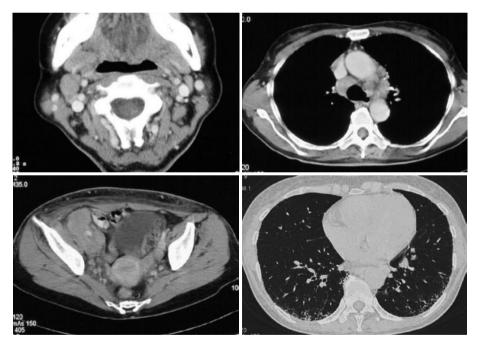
Chest CT scan in November 2002, showing the right para-internal jugular vein and inguinal lymphadenopathy. Hilar and mediastinal lymph nodes are smaller than those in October 2009.
